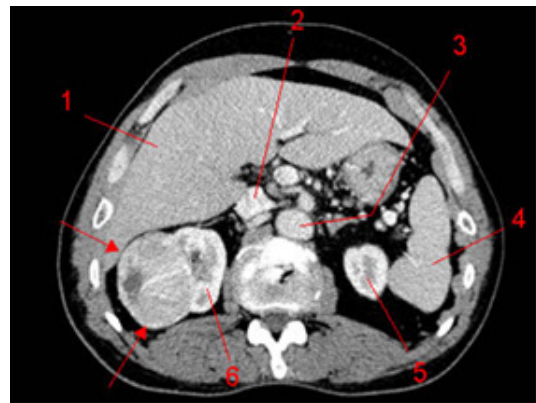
TDM après injection de produit de contraste mettant en évidence un CCR [23]
